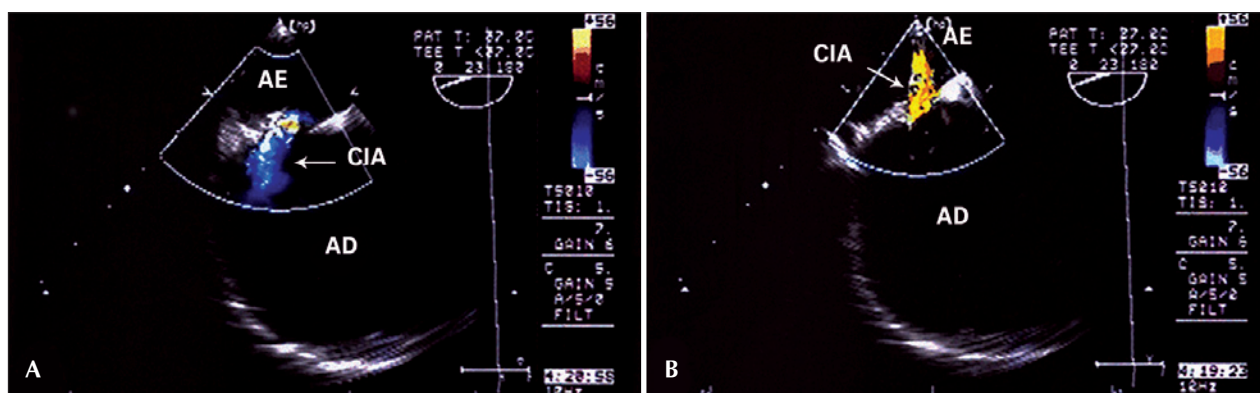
Mapeamento de fluxo a cores de uma comunicação interatrial do tipo *ostium secundum* pequena, em duas fases do ciclo cardíaco. Em A, observa-se, ao color Doppler, o fluxo normal do átrio esquerdo para o átrio direito. Em B, o color Doppler detecta a inversão do fluxo que passa, agora, da direita para a esquerda.
